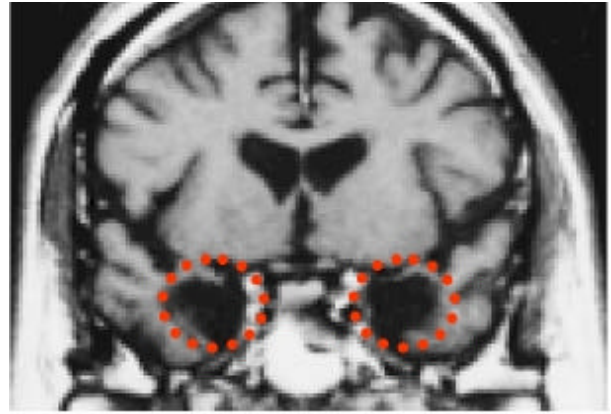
Imagen de Resonancia Magnética en que se muestra la escisión de la parte medial de ambos lóbulos temporales (rodeado por la línea punteada en rojo).
